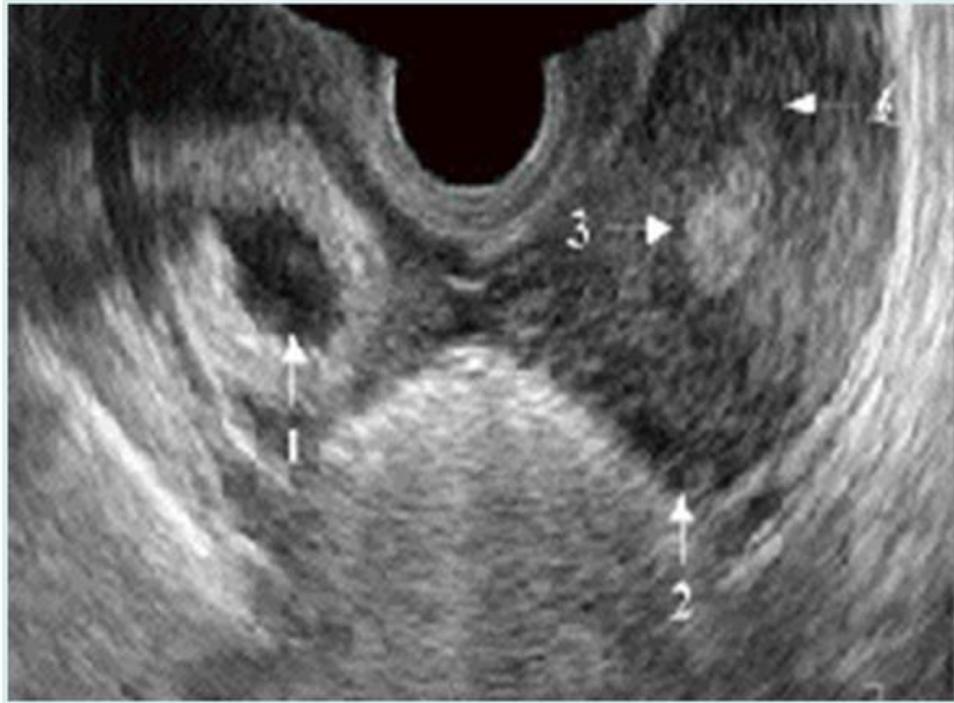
Imagen ultrasonográfica transvaginal de embarazo ectópico no roto sin embrión visible. Las flechas.- Vesícula embrionaria. 2.- Fondo uterino. 3.- Cavity endometrial
